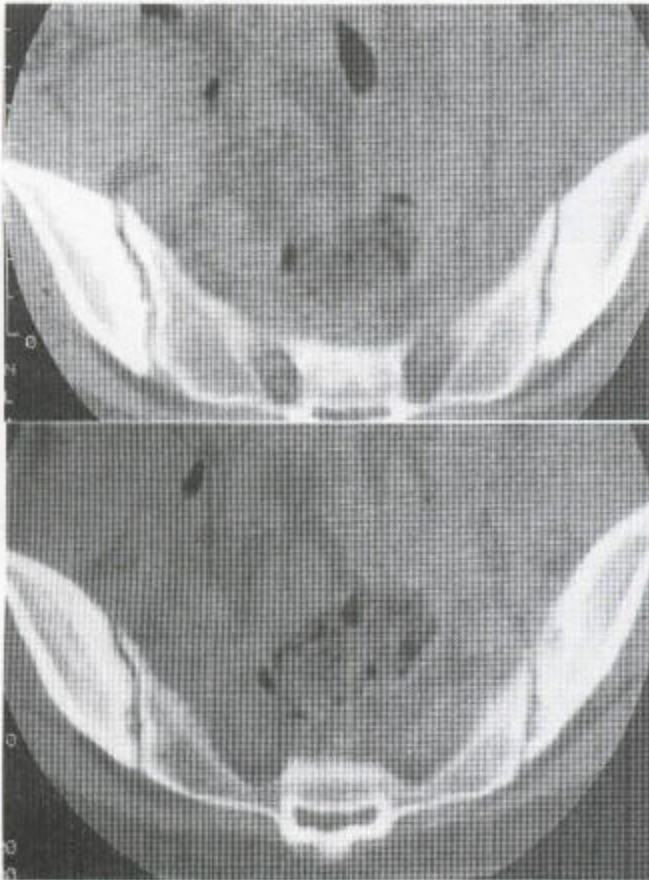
早期的强直性脊椎炎 CT 扫描示关节外侧面有硬化和侵蚀性改变。
